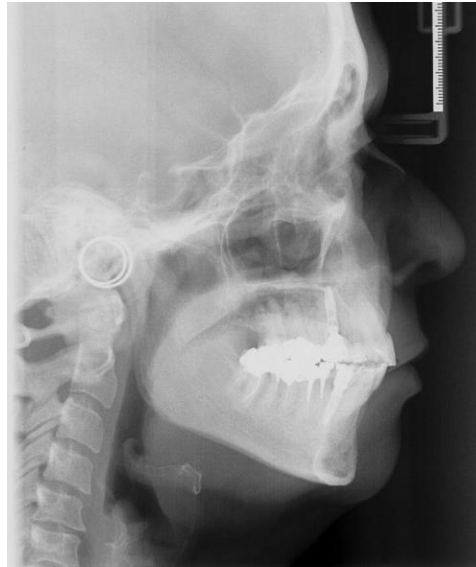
(A-B) – Panorâmica e telerradiografia ao final do tratamento
